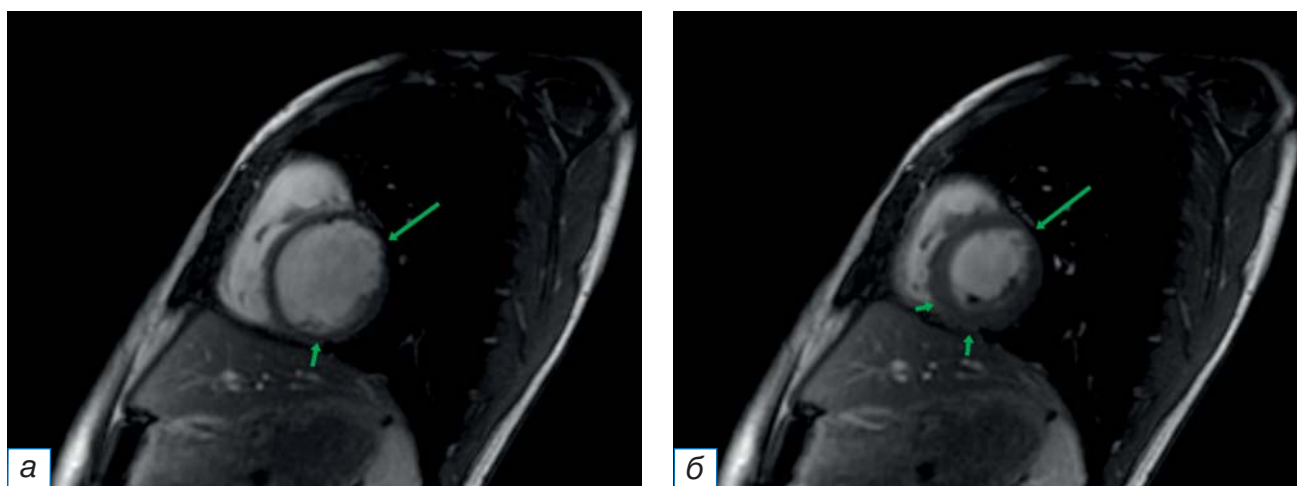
Магнитно-резонансная томография сердца, последовательность CineFiesta (кинорежим), изображения по короткой оси сердца: а — диастола (короткой стрелкой указана нижняя стенка левого желудочка с нормальной толщиной, длинной стрелкой — область истончения миокарда); б — систола (короткими стрелками указано утолщение во время сокращения нормального миокарда левого желудочка, длинной стрелкой — участок акинеза в поражённом миокарде).
